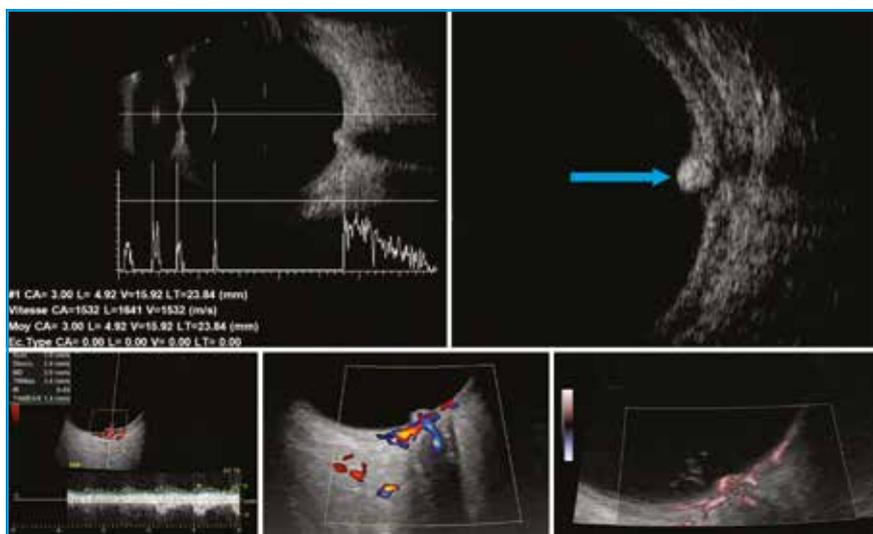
Mélanocytome de la papille. Masse saillante centrée sur la papille optique, bien limitée, visible dès la première coupe biométrique. La lésion est hyperéchogène, homogène, les vaisseaux visibles en Doppler couleur et pulsé sont les vaisseaux du réseau péripapillaire.
